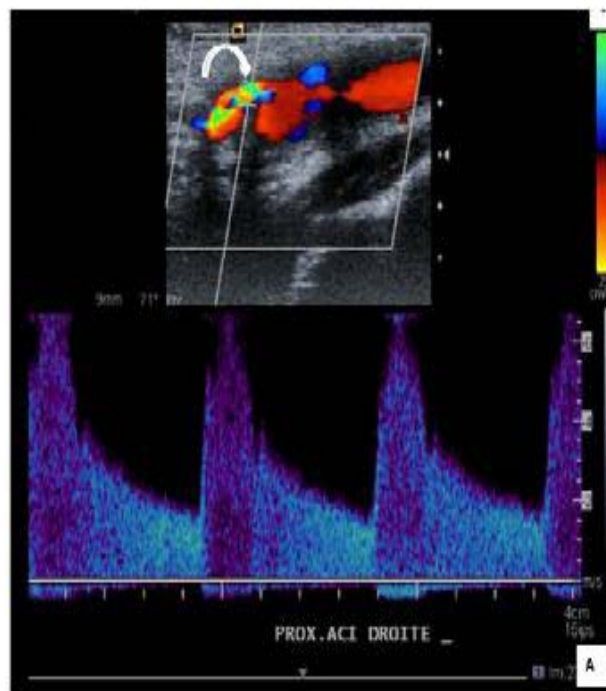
visualisation d'une sténose de la carotide interne en écho-doppler (A), en angio-TDM (reconstruction 2D)(B), en ARM (reconstruction 3D MIP) (C),et en artériographie (D) [24]
